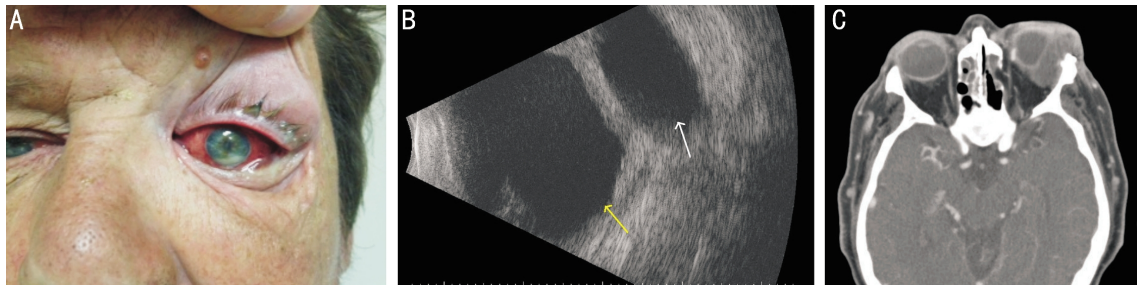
The preoperative finding A: Preoperative photograph showing marked periorbital edema, conjunctival injection, chemosis and hypopyon; B: Echography (T2 section) of the involved eye showing the intravitreal cavity (yellow arrow) and the echolucent hydrated hydrogel implant (white arrow); C: CT on coronal section shows a left temporal encapsulated mass indenting the globe and the nasal band remnant.
